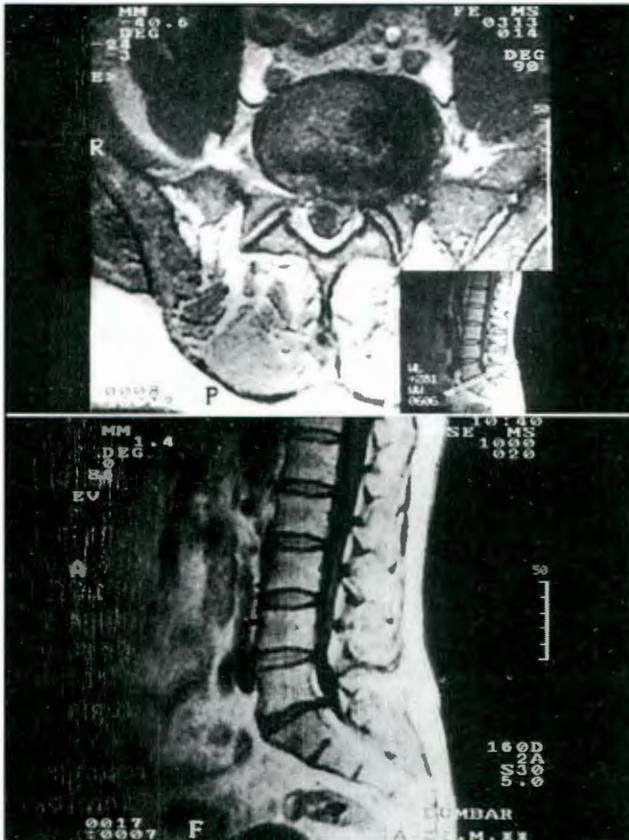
Cortes axiales y sagitales de IRM ponderados en T1 informados como extrusión discal. Con la cirugía se encontró una protrusión del anillo fibroso. El intervalo IRM-cirugía fue de 60 días.
